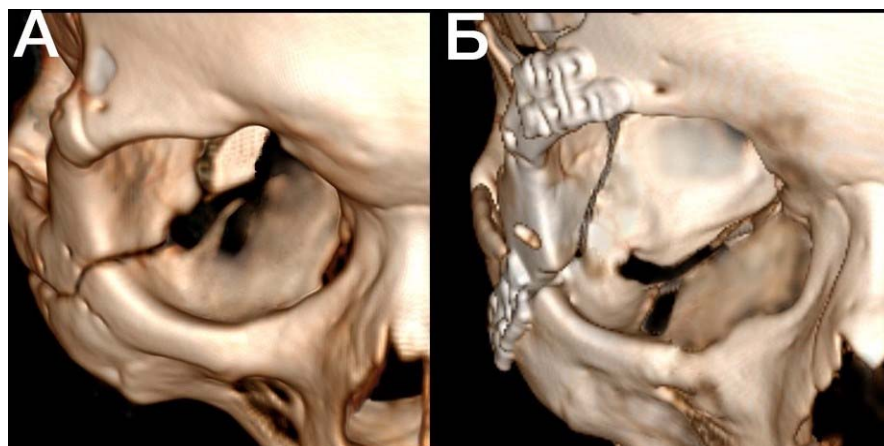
Трехмерная реконструкция черепа по данным КТ с акцентом на третий костный пропил при выполнении ОЗД. А – корректный костный пропил, Б – некорректный костный пропил
